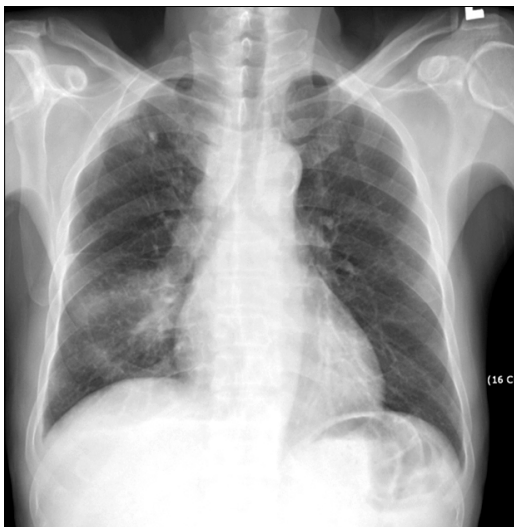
The chest x-ray shows right hilar prominence and a consolidative lesion in the right middle lobe territory.
